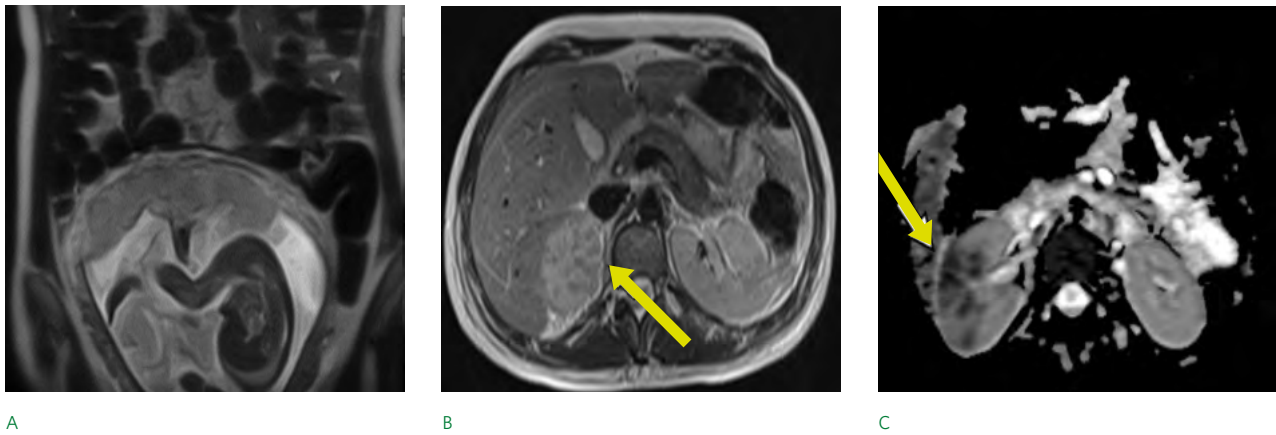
МРТ пациентки К., 32 лет (беременность 21-22-я неделя): А — Т2-ВИ в коронарной плоскости, матка увеличена соответственно сроку беременности, в полости матки один плод в головном предлежании; В — определяется утолщение паренхимы с апостемами в корковом слое; С — ДВИ и ИКД, очаги ограничения диффузии соответствуют множественным апостемам
